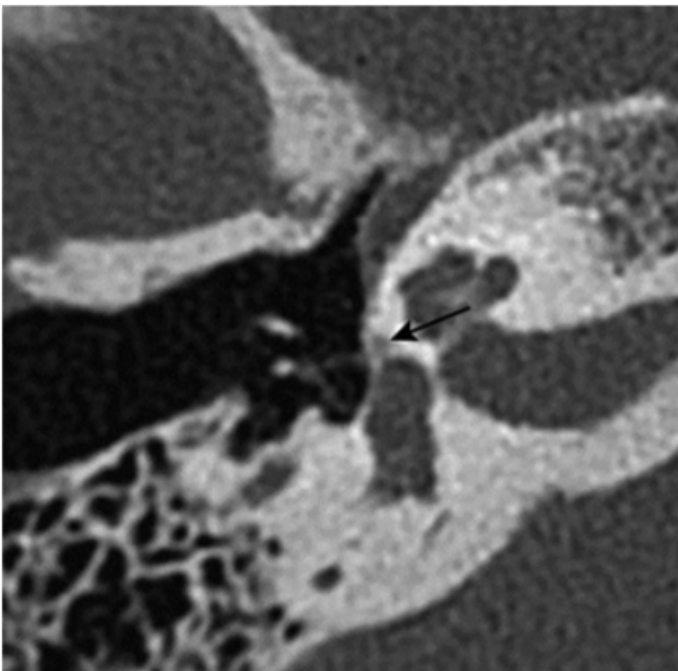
Otospongiose type 1b. Coupe TDM double oblique (plan axial stapes) (flèche) [37]
